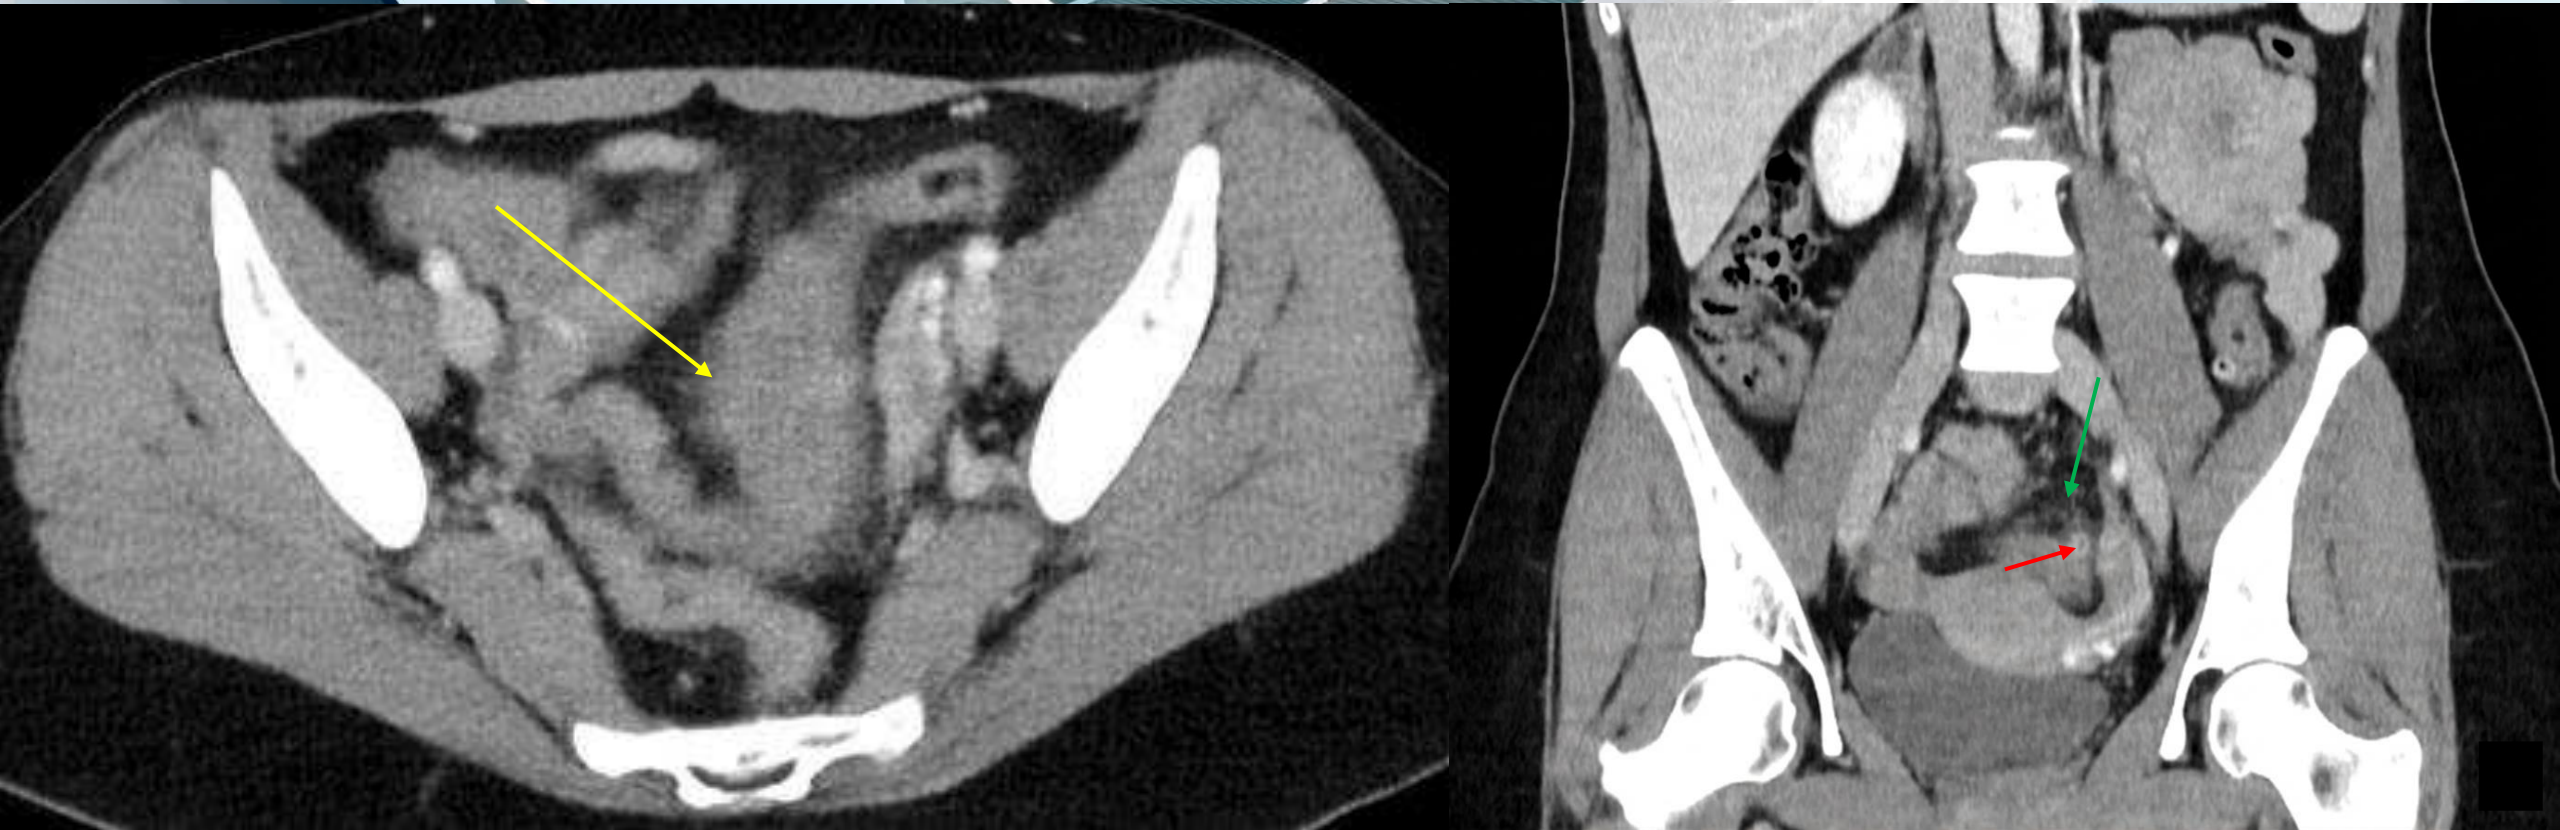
TC abdominal con CIV en fase portal en planos axiales y coronales, y ecografía abdominal.
